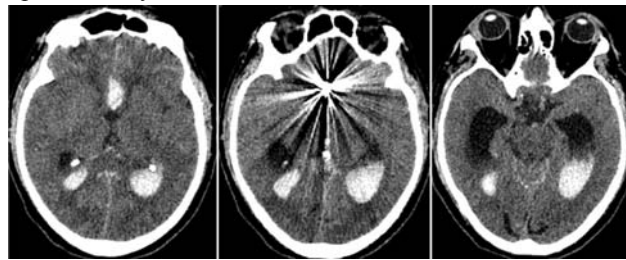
СКТ головного мозку через 6 годин після емболізації АА спіралями. Гострий ВШК.
